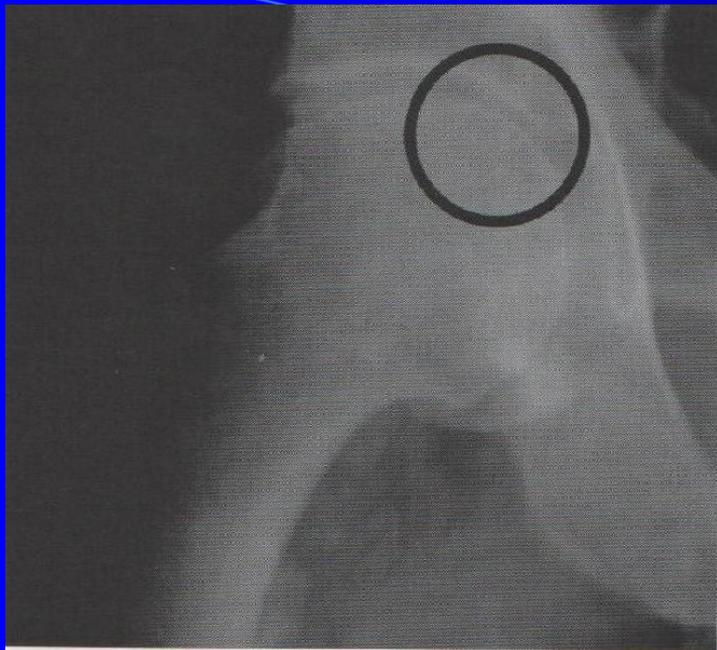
a) Radiographie de hanches de face.
